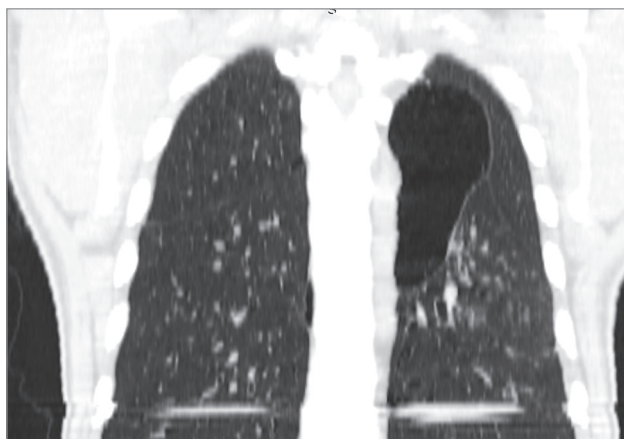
Гигантская булла левого легкого у злостного курильщика кальяна. Компьютерная томография грудной клетки во фронтальной проекции
